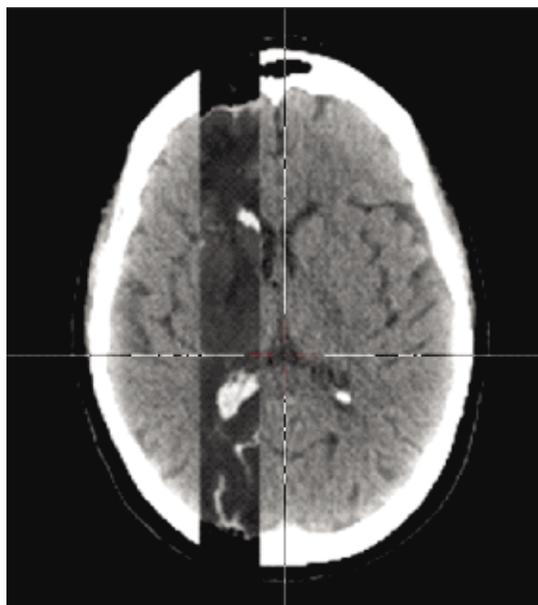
Fusión de la tomografía con la secuencia T2 de la resonancia magnética nuclear.
